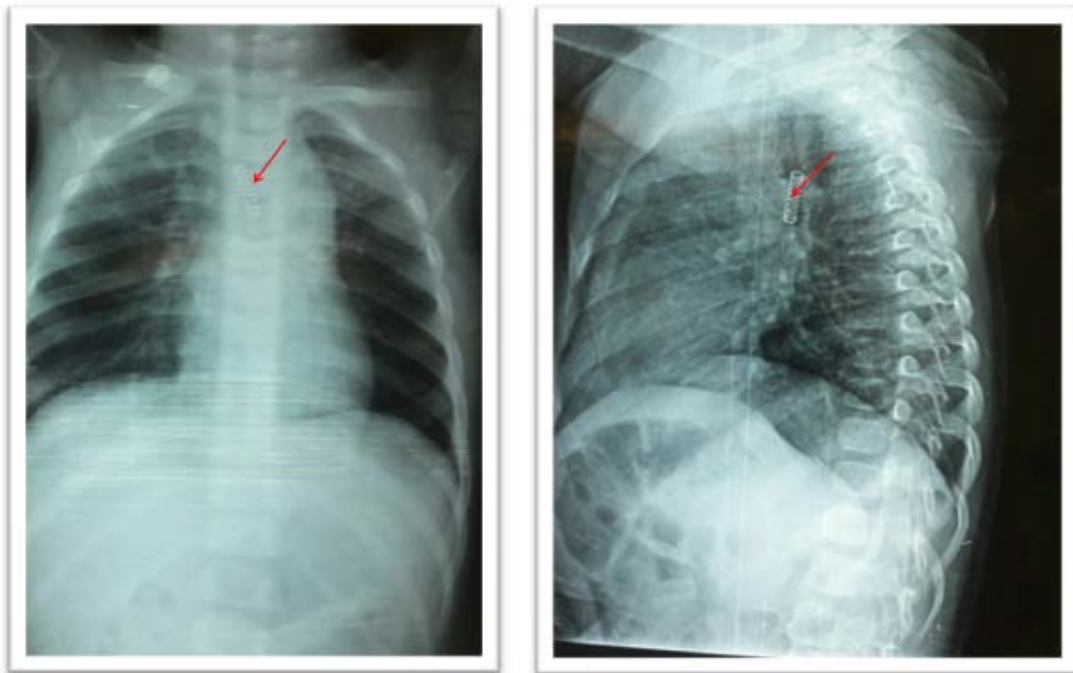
Radiographie thoracique face et profil montrant un ressort au niveau de la bronche souche gauche chez un garçon de 2 ans et demi.
